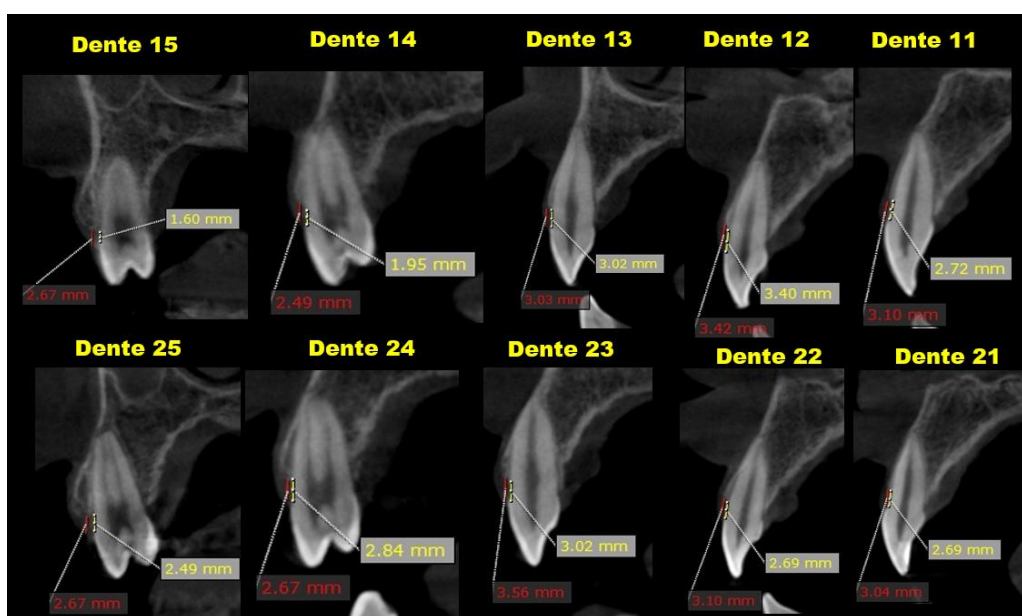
Tomografia final
